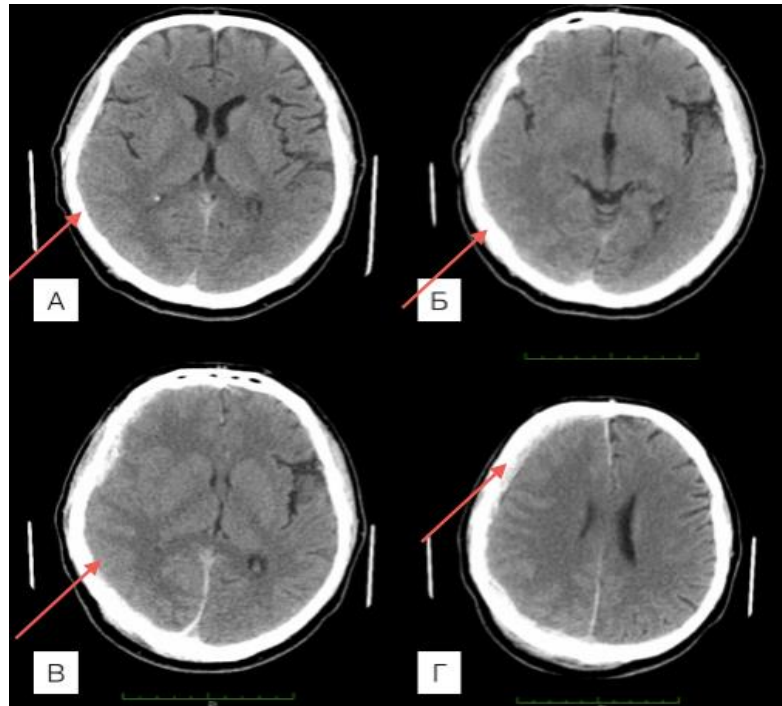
Спостереження №140. КТ хворого Х-ов, 47 років, ЗЧМТ (історія хвороби №18214). через 2 години після травми демонструє забій правої лобної долі та субдуральні нашарування крові (А). Контрольна КТ після клінічного погіршення демонструє збільшення розмірів субдуральної гематоми без ознак ВГПЗ (стрілка) (Б). Хворому проведено кістково-пластичну трепанацію та хірургічне видалення гематоми.
